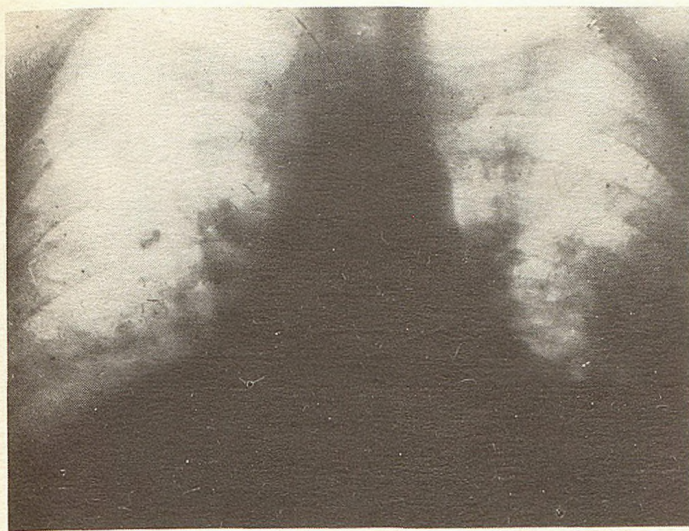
Обзорная рентгенограмма того же больного через месяц после начала лечения
